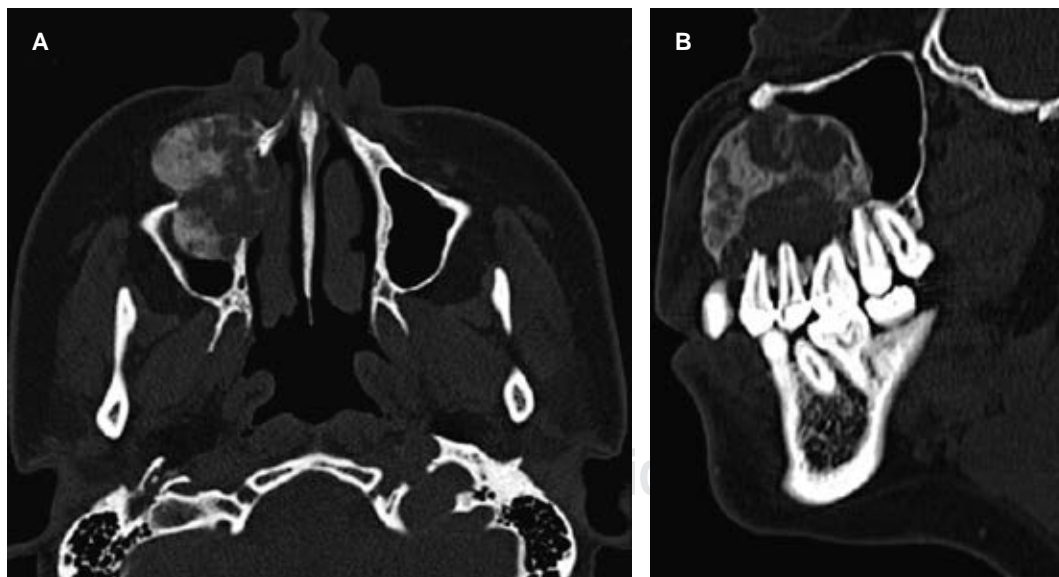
Tomografía computarizada simple. A) Corte axial donde se aprecia la patología de imagen mixta en la zona del seno maxilar. B) Misma lesión en corte sagital donde se aprecia ocupando casi por completa la porción anterior del seno maxilar y la relación con los dientes hasta molares maxilares de lado derecho.
